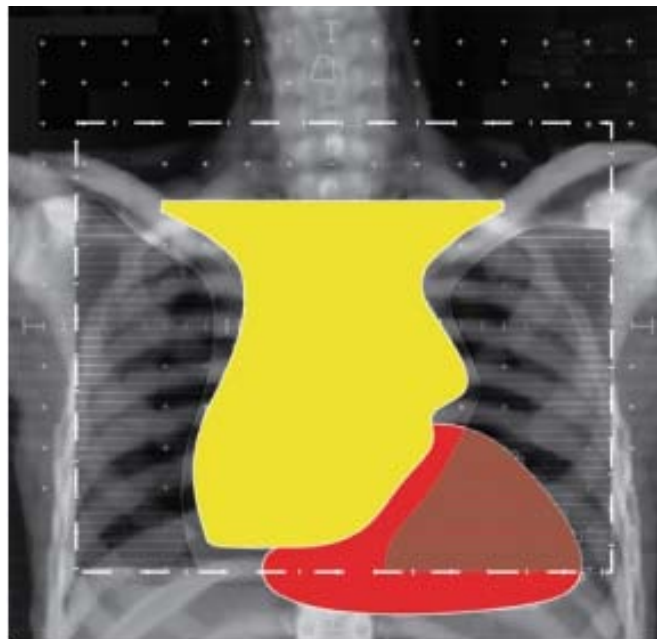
Radiographie reconstruite numériquement d'un champ médiastinal atteint avec contours tomodensitométrique du médiastin atteint et d'un cœur normal. [178]
